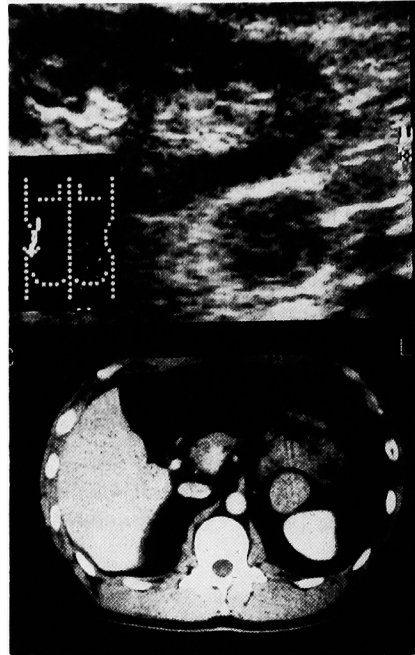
Abdominal ultrasonography and CT scan of Case 3 show a left retroperitoneal tumor.
